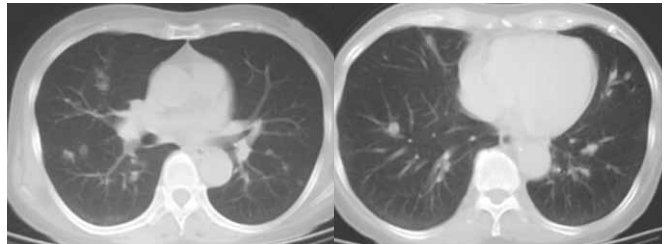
Chest CT scan in 2002 showed bilateral multiple nodular shadows.
